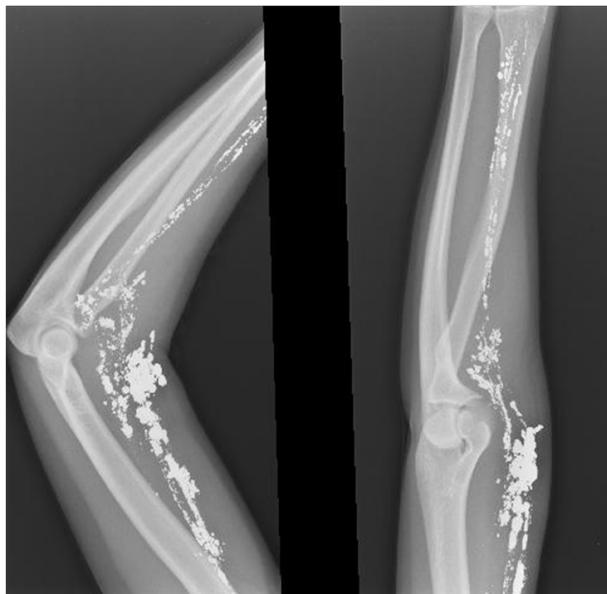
Radiografía de brazo y antebrazo al ingreso a urgencias, presencia de mercurio en musculo y trayecto de fascia muscular.
